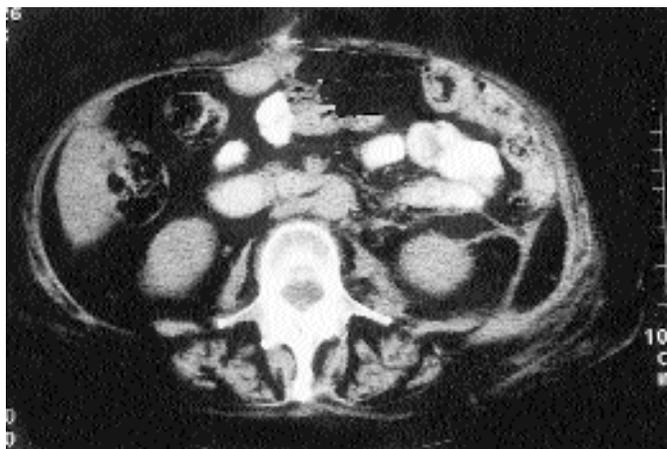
immagine TC: raccolta ascessuale retroperitoneale sinistra nello spazio peri e pararenale posteriore (particolare).
